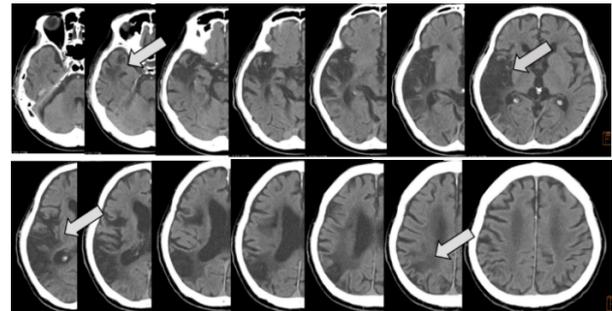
発症後 6 ヶ月時の頭部 CT 画像所見
